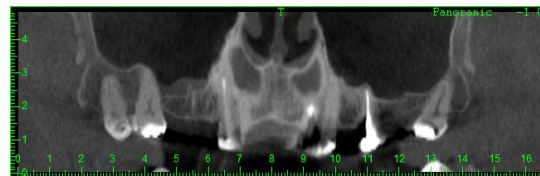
Tomografia computadorizada (corte panorâmico) evidenciando pneumatização do seio maxilar. (Fonte: CLIVO).
